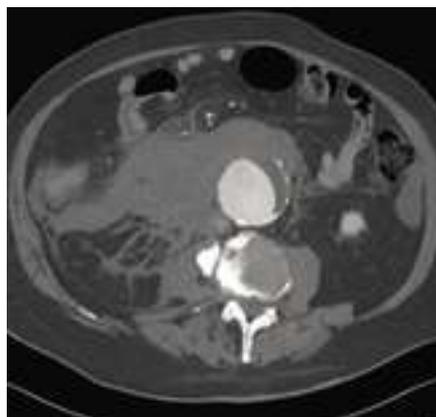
Rupturiertes infrarenales Bauchaortenaneurysma in axialem Computertomographie Schichtbild.
